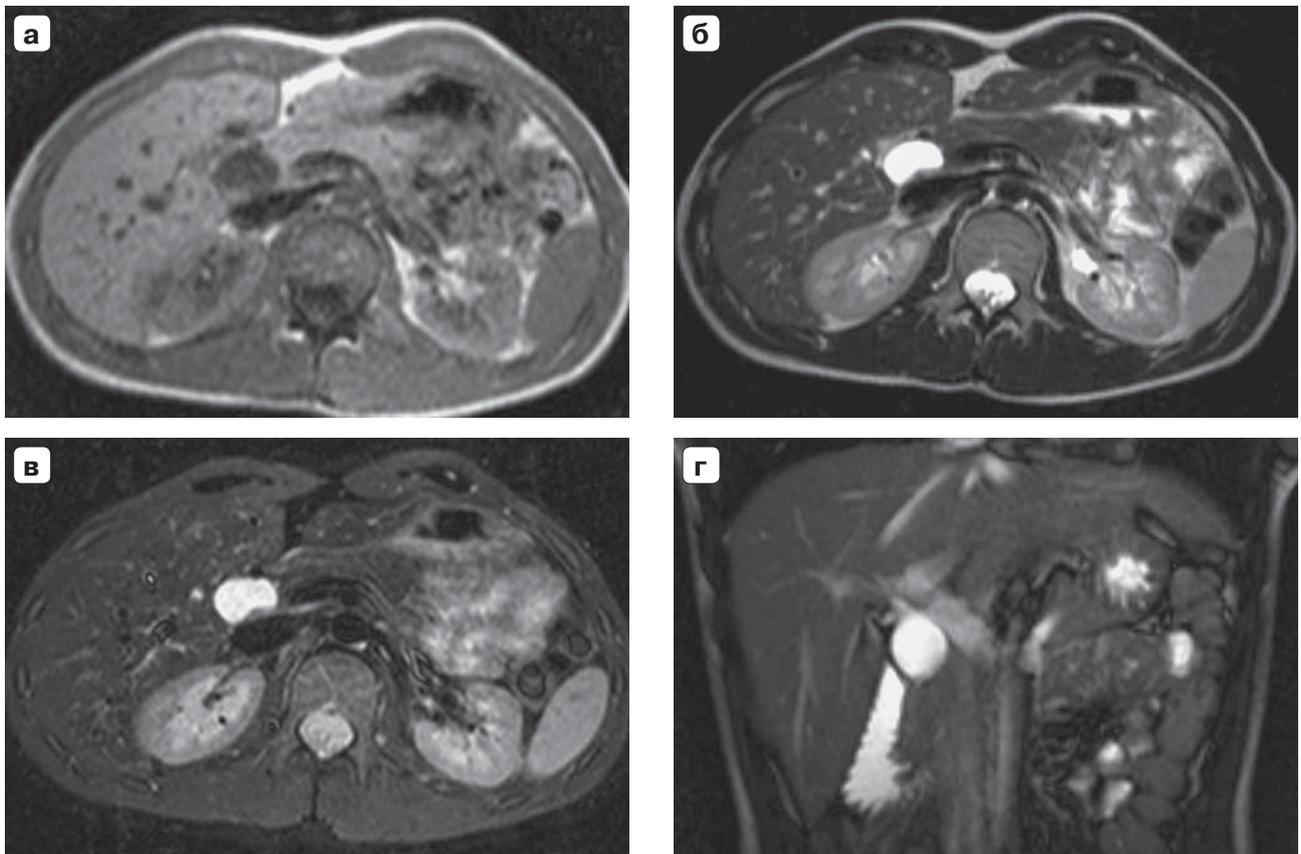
Магнитно-резонансная томограмма. Киста ОЖП: а – T1 ВИ; б – T2 ВИ; в – STIR; г – V-TFE.
